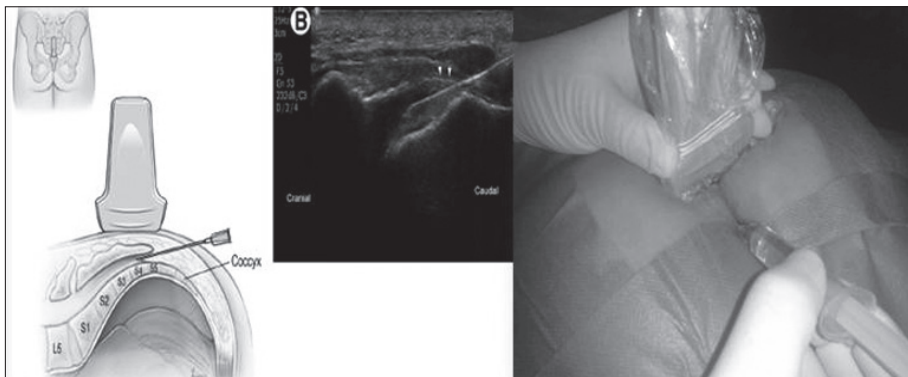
Bloqueo caudal guiado con ecografía.
